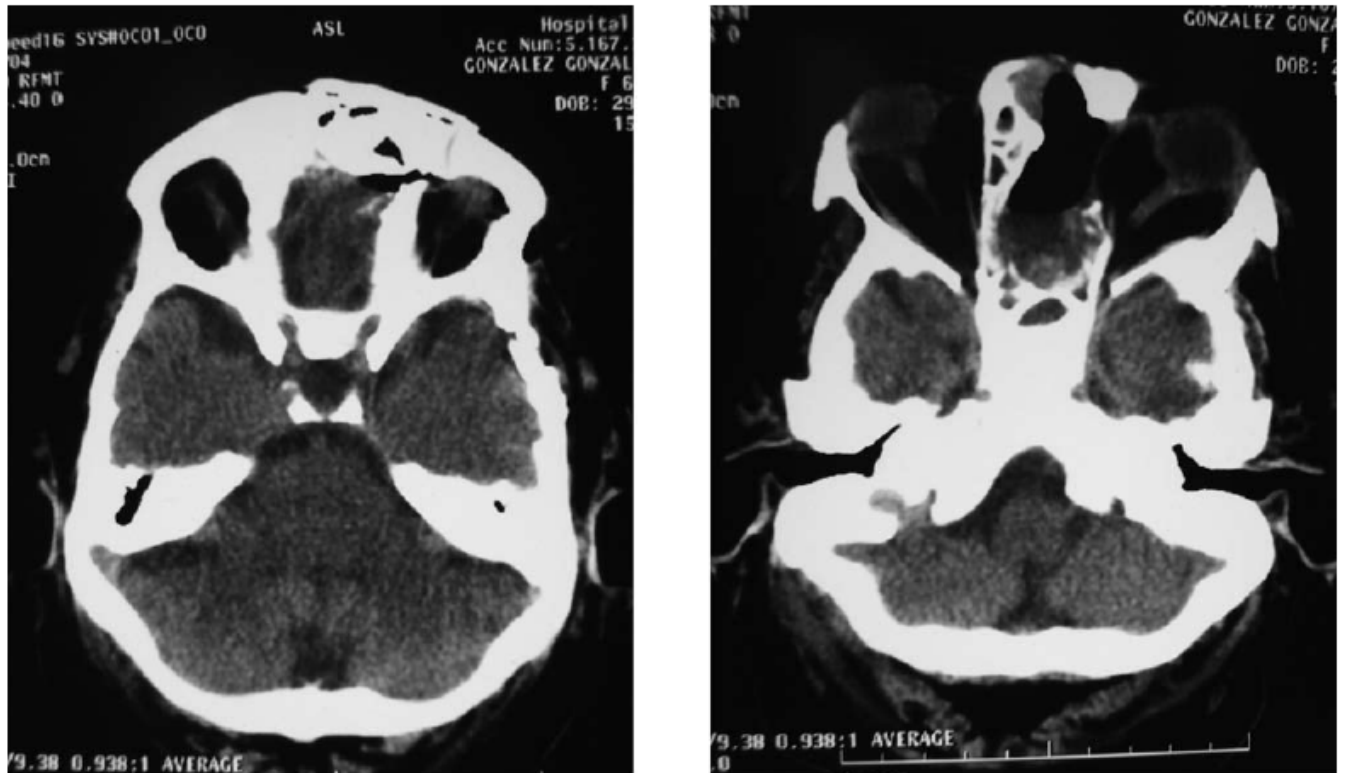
A y B. TAC postoperatoria que muestra reconstrucción del piso anterior con acrílico a nivel de etmoides. B. Se observa remoción total del tumor intraorbitario y etmoidal. Defecto óseo orbitario con persistencia de barrera dural
